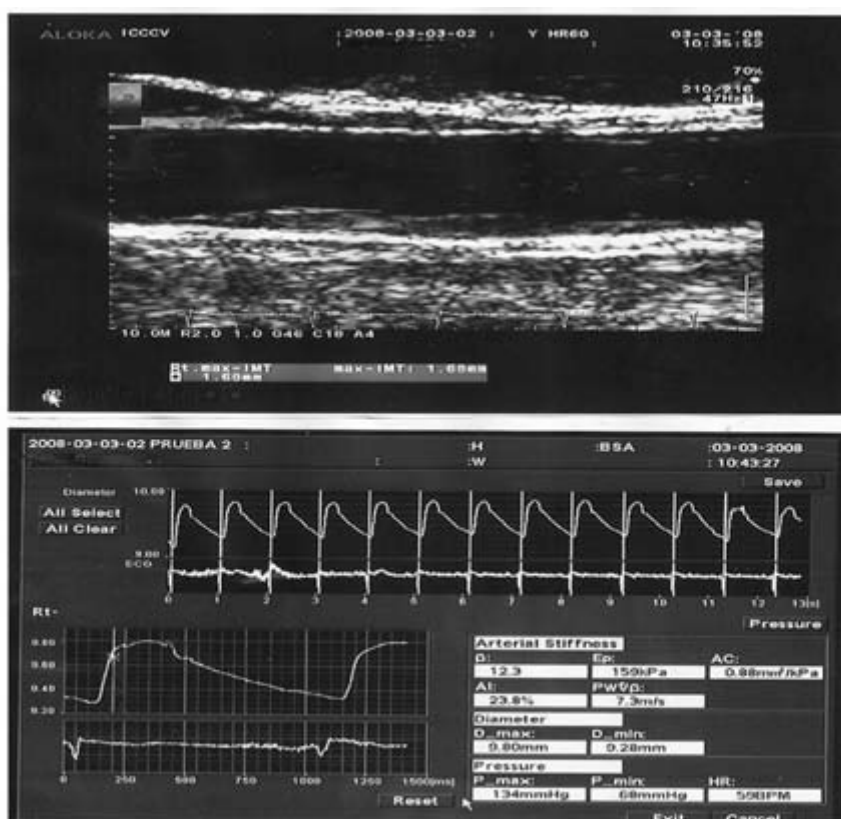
En la parte superior aparece imagen obtenida por ultrasonido de una arteria carótida. En la parte inferior, pulsos obtenidos por radiofrecuencia y promediados para así calcular la velocidad de ascenso y la rigidez de la arteria.
